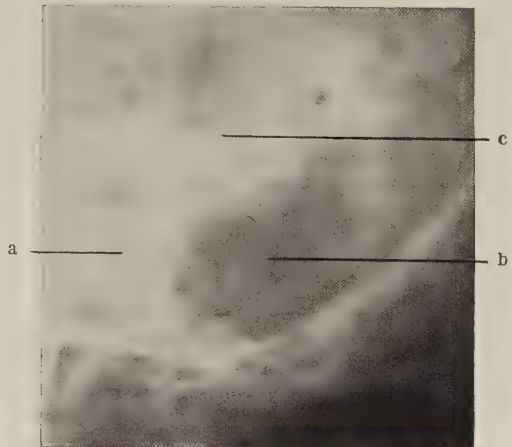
Röntgenbild eines Warzenfortsatzes mit großer, nahezu den ganzen Warzenfortsatz einnehmender Einschmelzungshöhle, mit Eiter und Granulationen angefüllt (bei b). Perisinuöser und extraduraler Abszeß (durch Operation bestätigt). Man sieht bei c die Einschmelzung des Knochens nach der mittleren Schädelgrube zu. a = äußerer Gehörgang.
